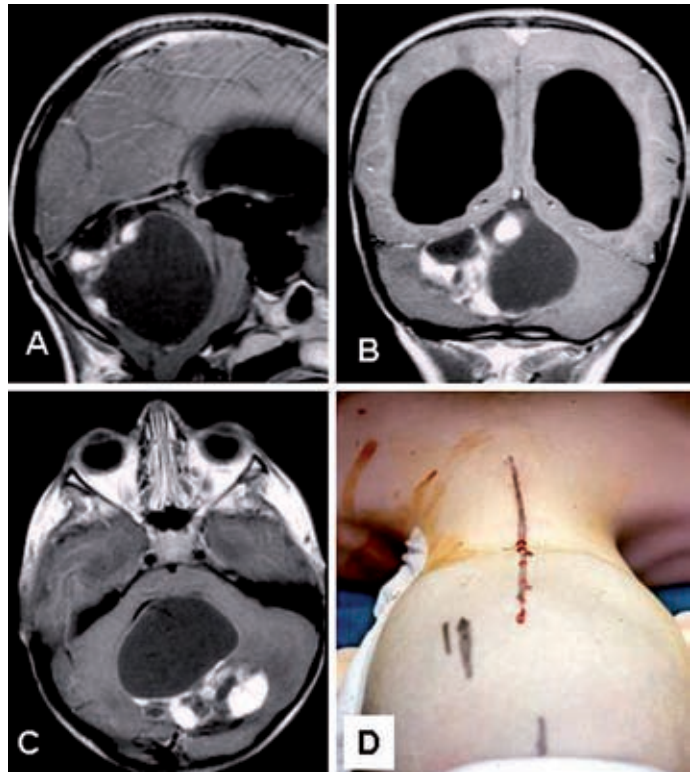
A veces el nódulo no está bien definido, como vemos en la secuencia con RM (A, B y C). En la imagen inferior derecha (D) vemos la posición en el quirófano, con la marca del trépano occipital para inserción del drenaje ventricular externo antes de abrir la fosa posterior.
